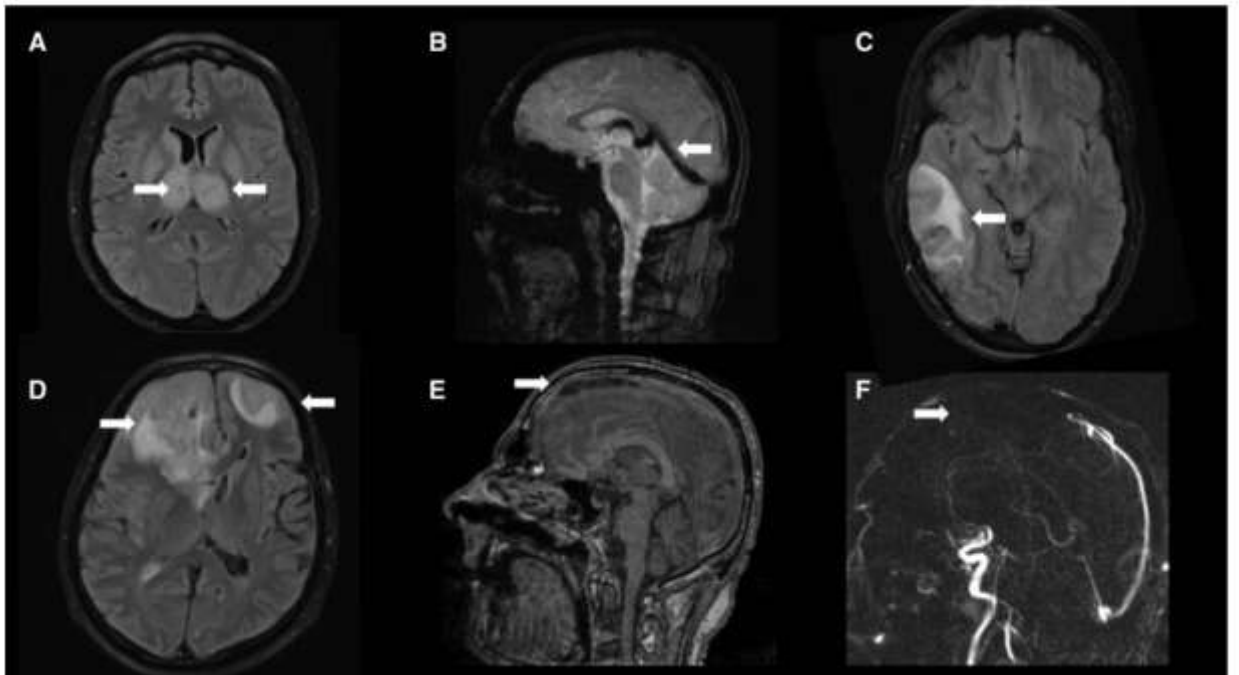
Thrombose veineuse cérébrale à l'imagerie par résonance magnétique. A. Hyper intensité thalamique bilatérale (flèches) sur l'image FLAIR chez un patient atteint d'une thrombose veineuse cérébrale profonde. B. L'imagerie de susceptibilité magnétique (SWI) T2* montre une hypo intensité du sinus droit (flèche), de la veine de Galien et des veines cérébrales internes. C. Infarctus veineux dû à une thrombose du sinus transverse avec une hyper intensité FLAIR hétérogène (flèche). D. Hyper intensités FLAIR bilatérales (flèches) avec effet de masse chez un patient souffrant d'un syndrome sagittal supérieur, montrée en E sur une séquence T1 avec prise de contraste et en F absence de défaut de remplissage veineux (flèche) avec un contraste de phase (flèche) à la veinographie par résonance magnétique en contraste de phase. [1].
